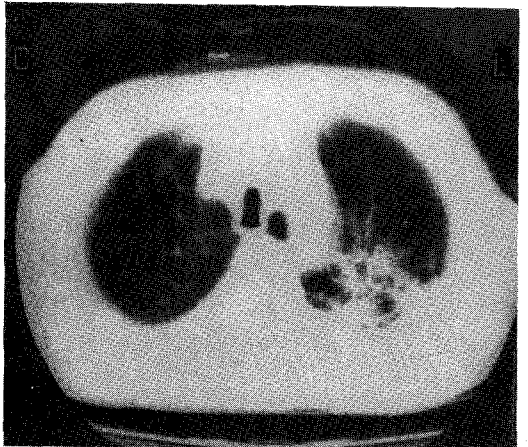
HRCT scan shows irregular patchy air-space consolidation on apicopost. seg of LUL.
